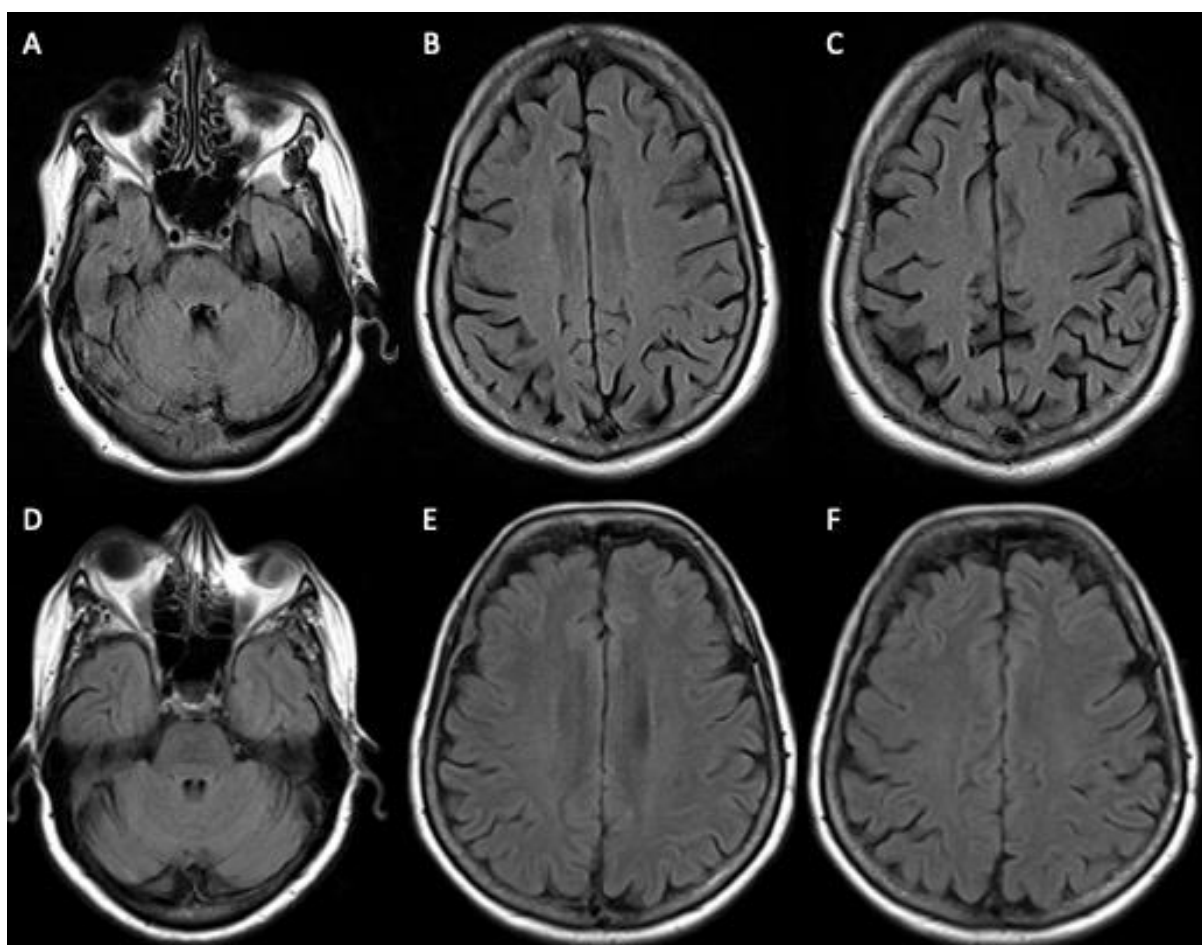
Ressonância magnética do encéfalo, sequência FLAIR axial ao nível do cerebelo (imagens A e D); nível do centro semioval (imagens B e E); e no nível da alta convexidade fronto-parietal (imagens C e F). Imagens A, B e C: paciente chagásica, sexo feminino, 75 anos, fração de ejeção do ventrículo esquerdo 77%, volume cerebral 741ml, volume cerebelar 124ml, volume de lesão de substância branca 2,0ml, sem infartos cerebrais, escore-Z visuoespacial 1,1, memória -0,91, função executiva -0,51, cognição global -0,11. Imagens D, E e F: paciente com cardiomiopatia dilatada idiopática, 79 anos, fração de ejeção do ventrículo esquerdo 33%, volume cerebral 1270ml, cerebelar 167ml, volume de lesão de substância branca 0,9ml, sem infartos, escore-Z visuoespacial 1,79, memória -0,60, função executiva -0,68, cognição global 0,17.
